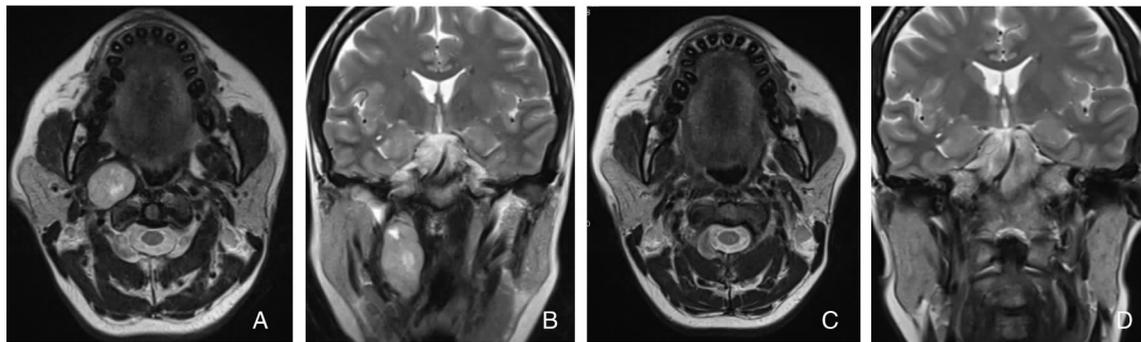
术前MRI水平位(A)和冠状位(B)见肿瘤位于咽旁隙,界限清楚,T1WI呈等或稍低信号,T2WI呈不均匀稍高信号,增强扫描见邻近翼内、外肌、颈内动脉及咽右侧壁受压;术后3个月MRI水平位(C)和冠状位(D)示右侧咽旁间隙未见肿瘤残留或复发征象
